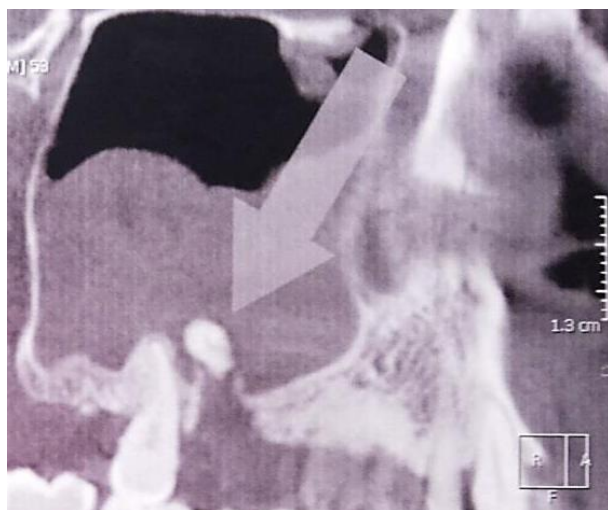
Конусно-лучевая томография пациента с верхнечелюстным синуситом верхней челюсти. Аксиальный срез. Стрелкой указан участок нарушения целостности дна гайморовой пазухи, вызванной хирургической травмой при попытке удаления 1.6 (травматическая перфорация). Отломок корня выведен в просвет синуса.
